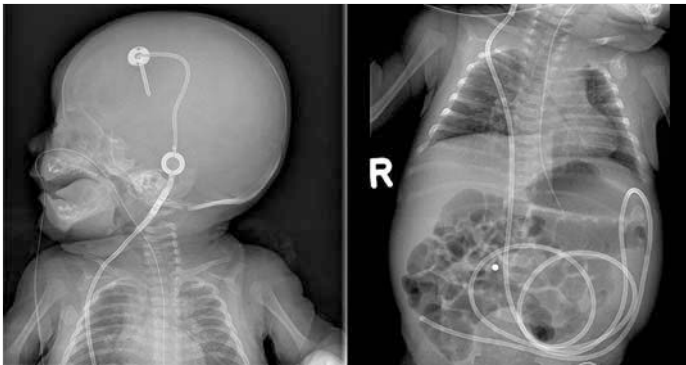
Röntgenbild eines Liquorshunts. (Thome U, Knüpfer M, Krause M. Intraventrikuläre Hirnblutungen des Frühgeborenen. Neonatologie Scan 2020; 09(02): 145–158. Abb. 4)
